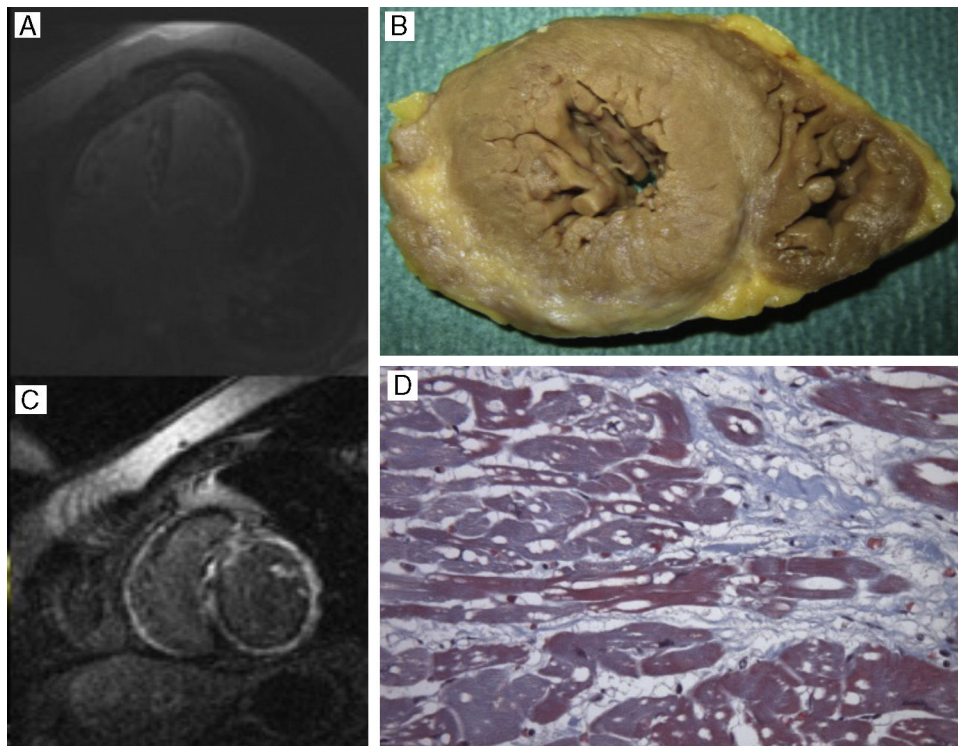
A y C: cardiopresonancia del probando de la familia 1 (mutación *DES* Ile367Phe), que muestra dilatación biauricular y biventricular y fibrosis extensa transmural en pared libre del ventrículo izquierdo, septo y ventrículo derecho. B y D: necropsia del probando de la familia 4 (mutación *DES* Arg415Glu), que muestra grosores y diámetros normales, hipertrofia fibrilar y fibrosis subepicárdica grave, vacuolización citoplásmica y pérdida miofibrilar, todo ello compatible con miocardiopatía arritmogénica ventricular izquierda.
